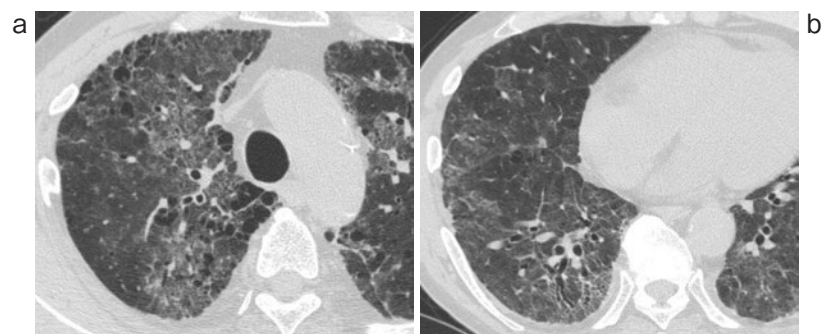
胸部 (単純) CT. (a) 上葉. 肺気腫と新たに出現したすりガラス陰影を認めた. (b) 下葉. 背側優位に牽引性気管支拡張を伴う網状影, すりガラス陰影を認めた. 明らかな蜂窩肺は認めず, 気管支血管束に沿った均一な病変も認めなかった.
